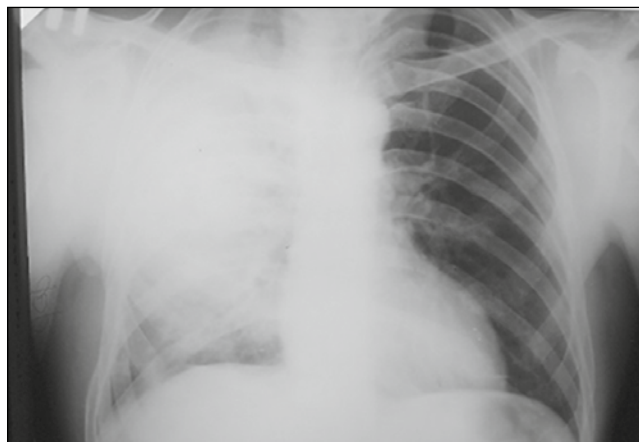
Рентгенографія легень пацієнта Ф. у дебюті захворювання
